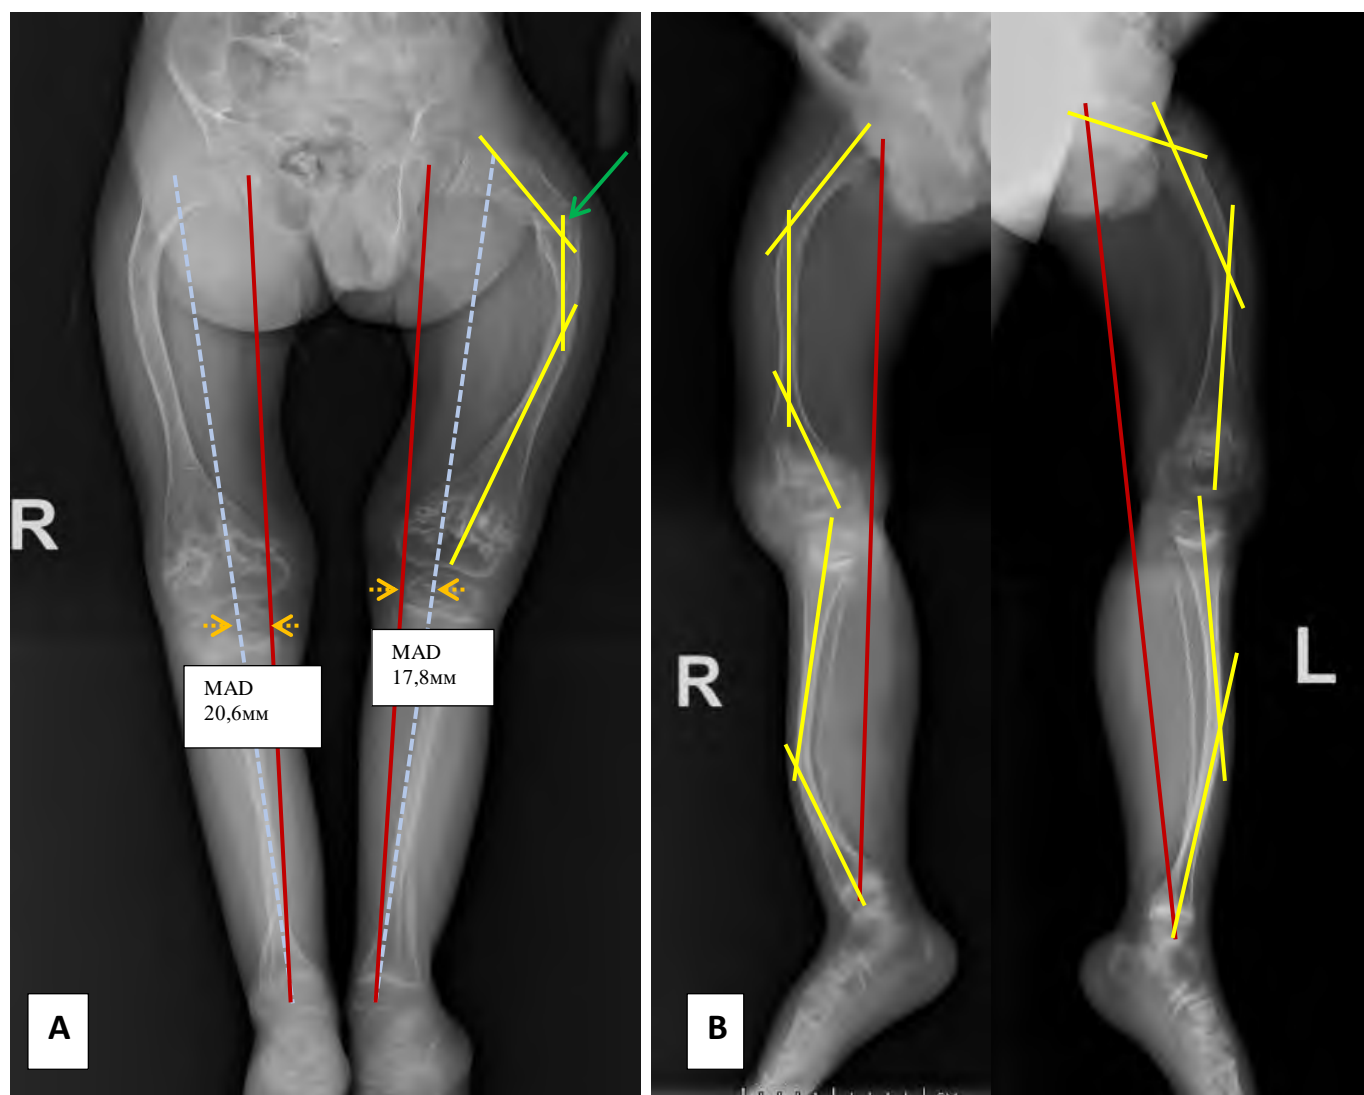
Рентгено-ангулометрические параметры у пациента с несовершенным остеогенезом III типа. А. в прямой проекции. В в боковой проекции
